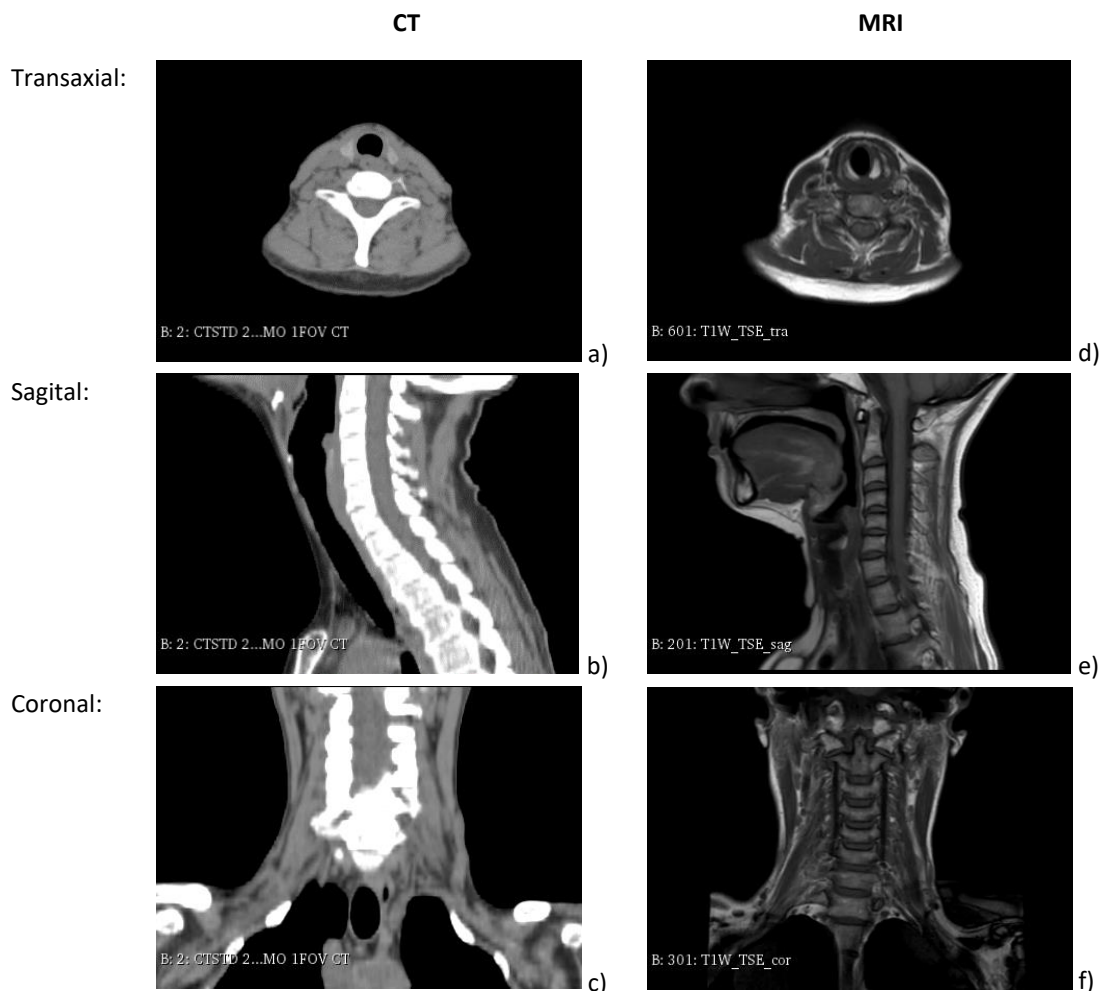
Comparació entre imatges CT i MRI
